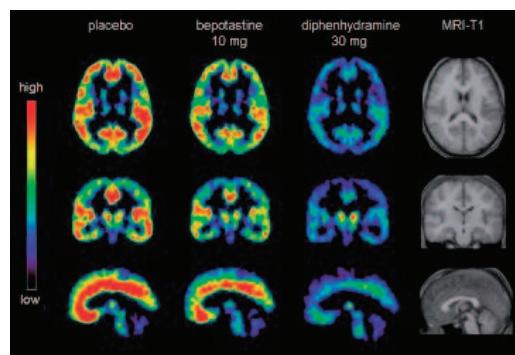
Binding potential ratio (BPR) images of $[^{11}\text{C}]$ doxepin in the human brain. BPR of $[^{11}\text{C}]$ doxepin was measured in healthy subjects using PET after oral administrations of placebo (left), bepotastine (10 mg) or diphenhydramine (30 mg) for each treatment condition were compared. Modified from the reference [8] by courtesy of Blackwell Publishing Company.
